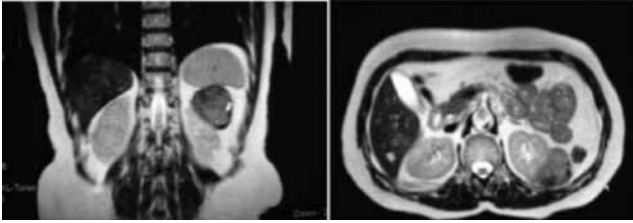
Magnetic resonance imaging of the left kidney mass
